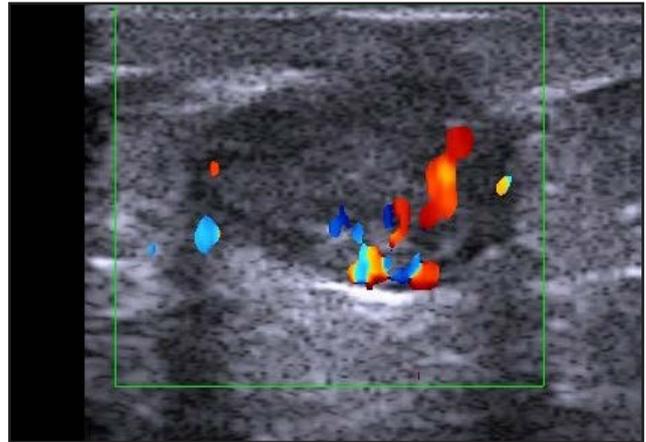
Doppler color: Abundante vascularización en su interior. Cortesía Dr. Alfageme.
